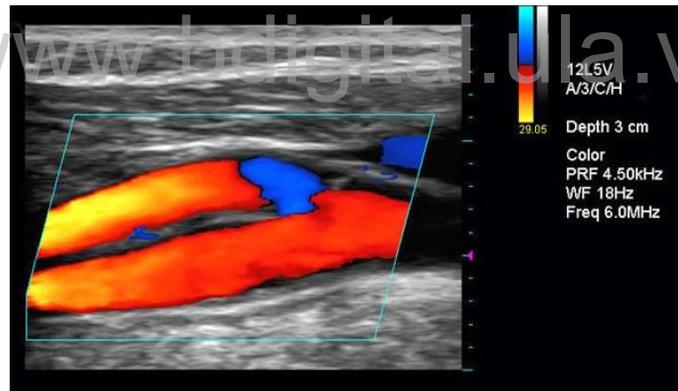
Eco Doppler Triplex a carótida
